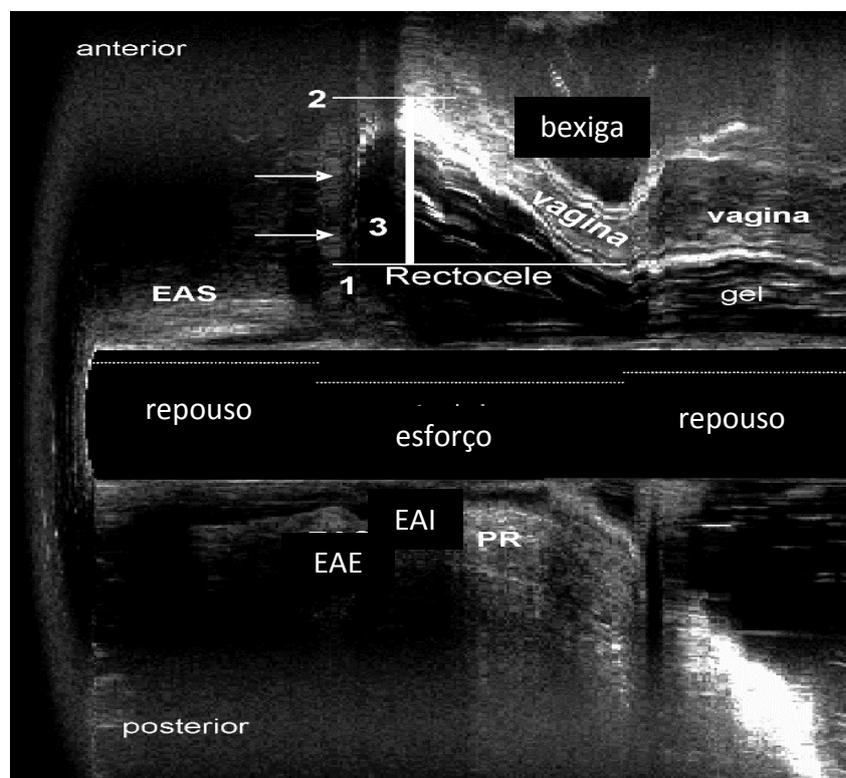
Ecodfecografia demonstrando retoccele (Paciente número 4)
